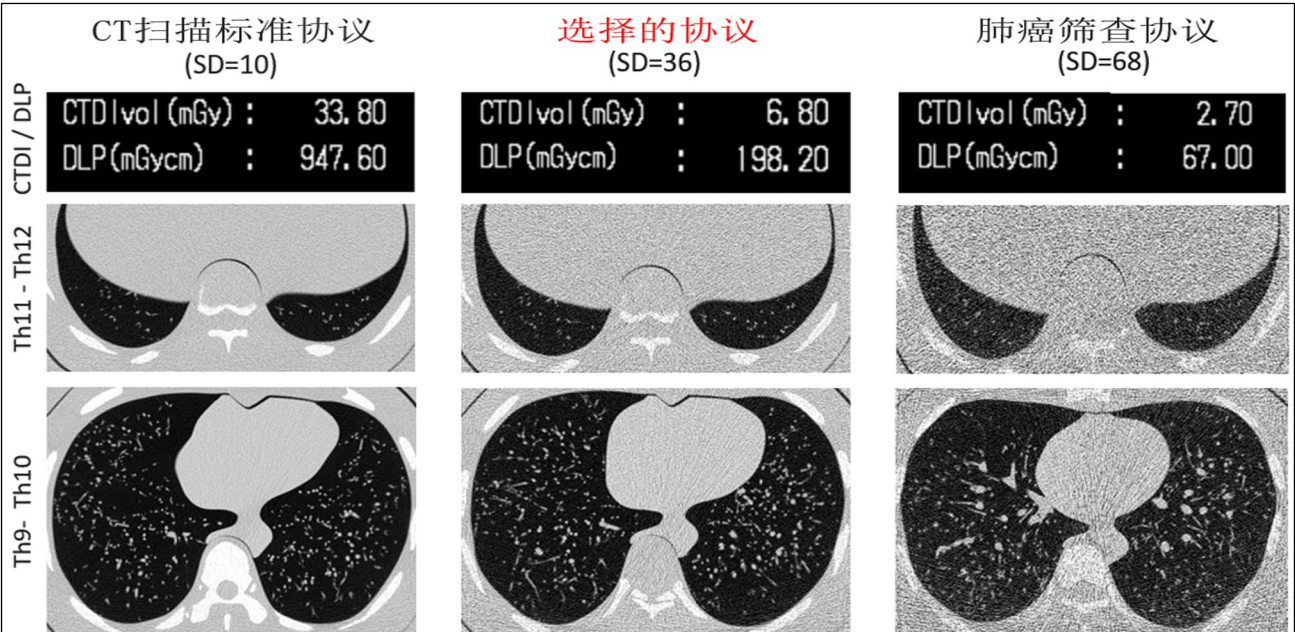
COVID-19专门的低剂量CT扫描协议（SD=36）与标准CT扫描和用于肺癌筛查低剂量CT扫描的比较。辐射暴露信息和肺下部和中部区域水平的轴向模型断层图。用于肺癌筛查的低剂量计算机断层扫描是根据卫生条例预防措施的辐射暴露限制开发的，并且具有最低的信噪比。为COVID-19制定的低剂量计算机断层扫描协议考虑到磨砂玻璃样的密度测试特性，同时大幅降低辐射暴露。
